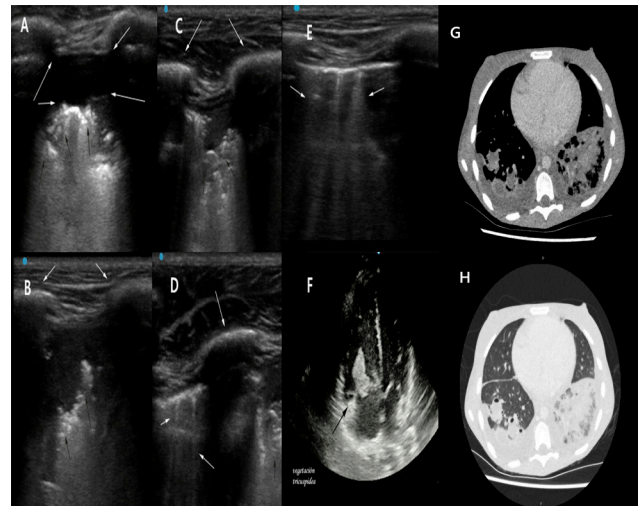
Ultrasonidos en el embolismo pulmonar séptico. Ecografía cardiopulmonar. En la figura A se representa imagen de derrame pleural (flechas blancas), se observa asociado una consolidación no translobar subyacente con el signo de fragmentación (flechas negras) En las figuras B, C y D se representa una consolidación pulmonar no translobar. En las figuras D y E se representan líneas B (flechas blancas). En la figura F a nivel de la válvula tricúspide, una imagen móvil compatible con vegetación endocárdica (flechas negras)
